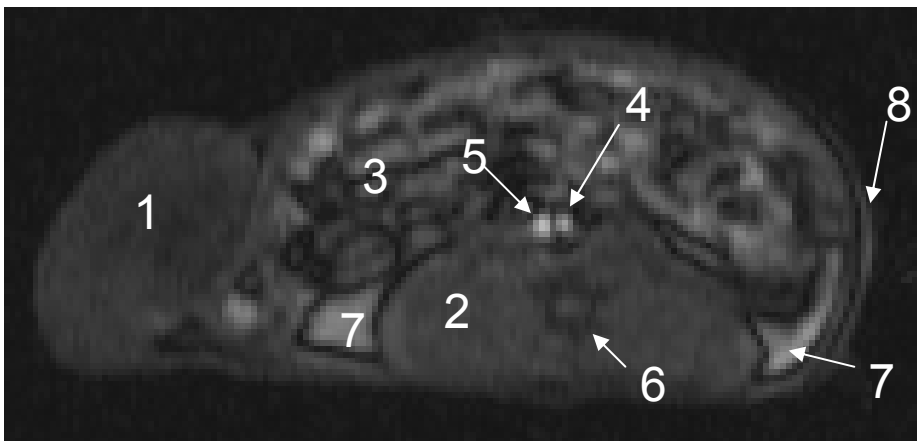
Darstellung der Ratte mit Tumor in der rechten Flanke in Rückenlage im MRT. 8 s nach der Bolusapplikation (Gd-DTPA, T1 FLASH 3D, axiale Schichtorientierung).
